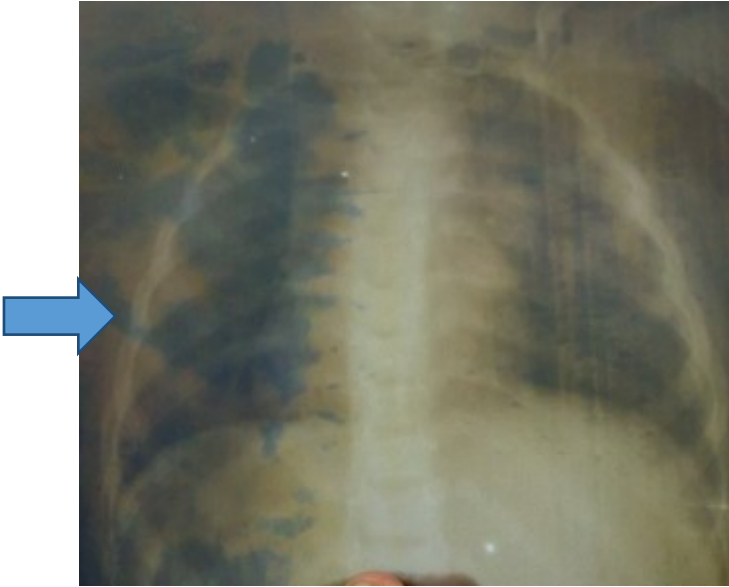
Radiographie de contrôle après kinésithérapie respiratoire (à J₃₀PO), bonne expansion pulmonaire droit (flèche pleine). Radiologie, CHU Kamenge, 2020
